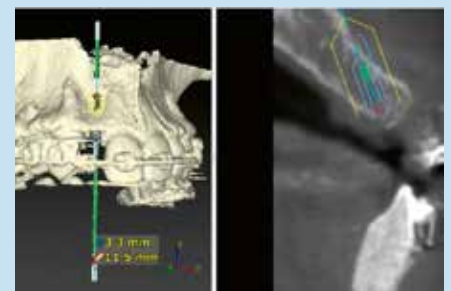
CBCT: Osso sufficiente nella porzione coronale e concavità nella parte centrale e apicale.
